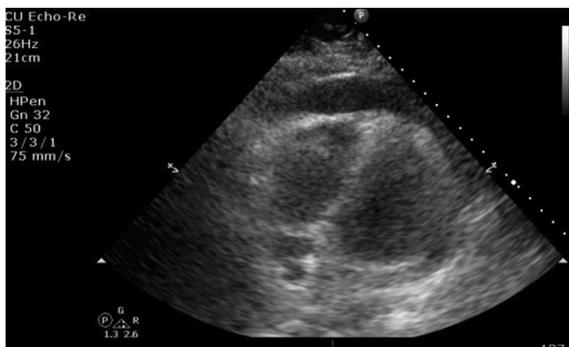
На снимке, полученном методом трансторакальной эхокардиографии, визуализируется умеренный перикардиальный выпот в виде эхо-негативного пространства диаметром 12 мм по периметру сердца. Есть признаки коллапса правого желудочка. Апикальная четырехкамерная позиция
